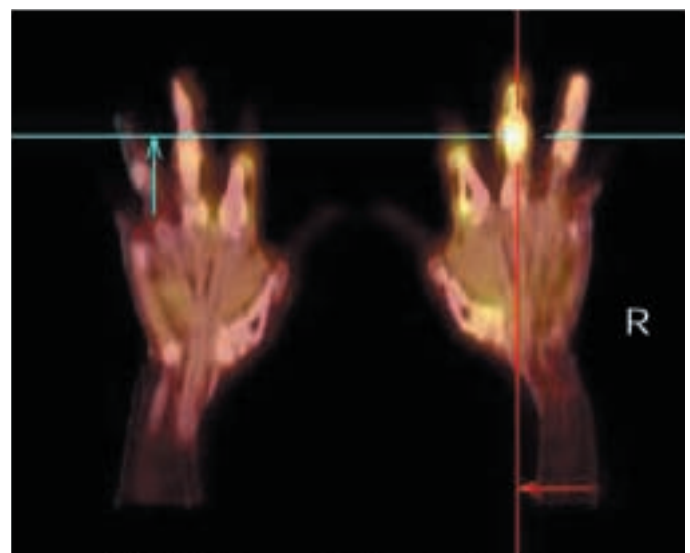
Schnittebene einer PET-CT von dorsal gesehen bei Patienten mit aktiver cP. Synovitis an MCP II und III sowie PIP II und III links. Synovitis auch an MCP I und II sowie PIP II und III rechts. R = rechte Hand
